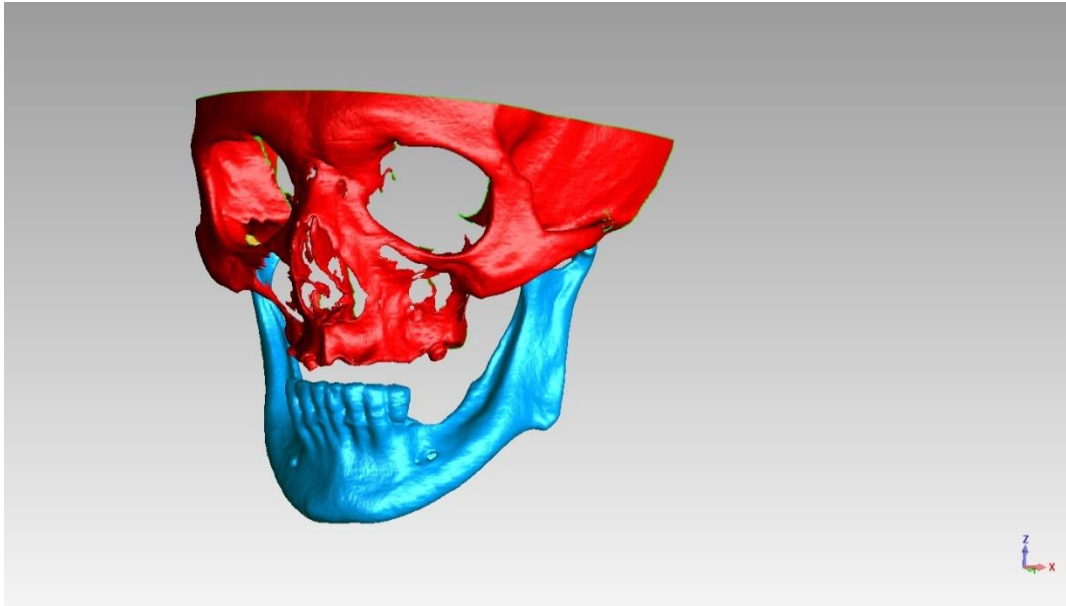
Imagem do crânio utilizando os dados obtidos pela TC no Software InVersalius.
